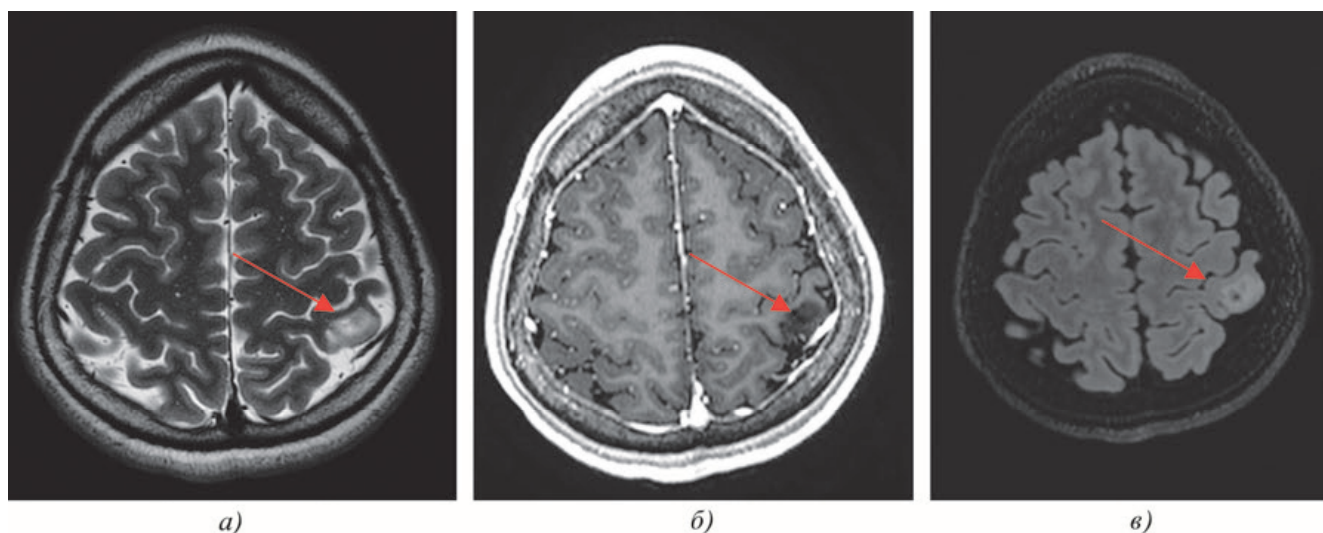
МРТ головного мозга до операции. Аксиальная проекция. На снимках видна зона изменения сигнала – указанная стрелкой, расположенная в толще левой постцентральной извилины
